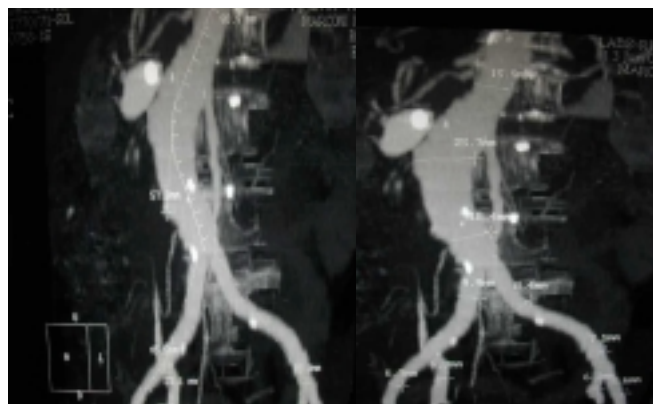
Angiotomografia pré-operatória. O exame permite a obtenção de todas as medidas transversais e longitudinais necessárias ao dimensionamento da endoprótese.
